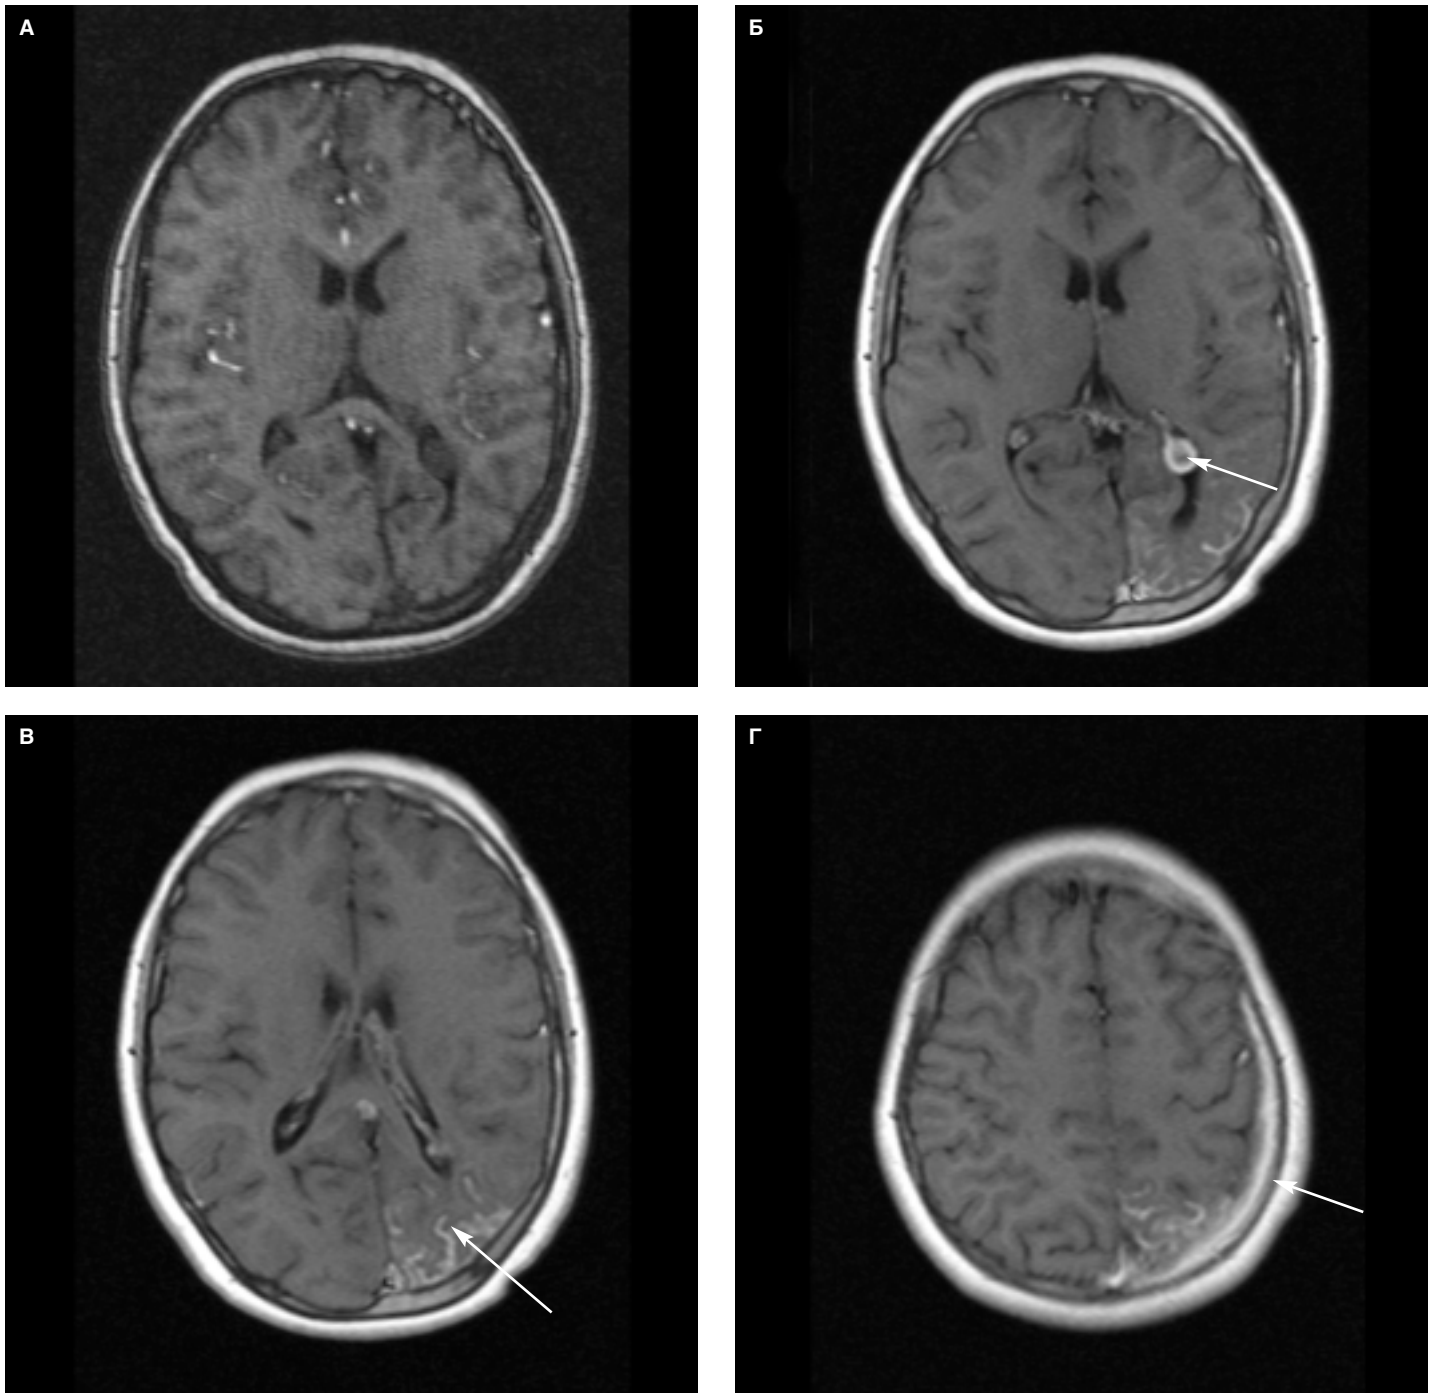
МР-томограммы ребенка 10 мес. Диагноз: энцефалотригеминальный ангиоматоз. А – МР-томограмма без контрастного усиления; Б, В, Г – с контрастным усилением.
